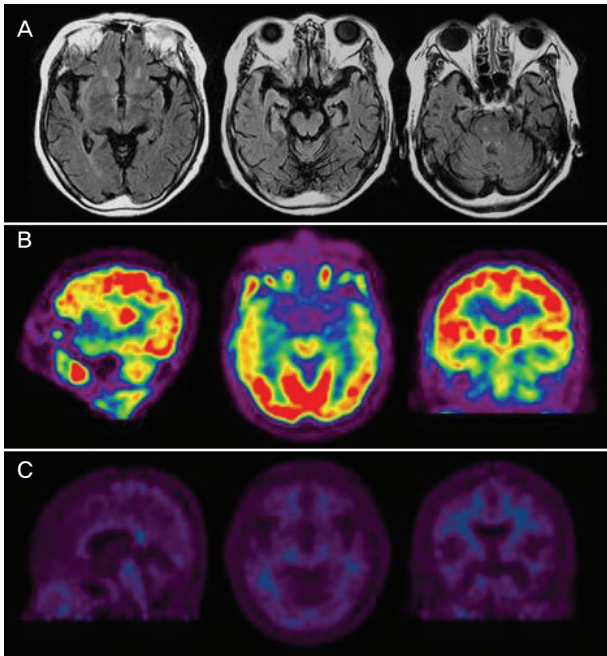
FLAIR axial images show bilateral medial temporal, hippocampal, amygdalar, and insular atrophy. B. Sagittal, axial and coronal sections of ¹⁸F-FDG PET scan demonstrate severe glucose hypometabolism in the bilateral medial temporal areas and mild glucose hypometabolism in the left frontal lobe. C. ¹¹C-PIB PET scan shows no abnormal amyloid uptake in the cerebral cortex.
